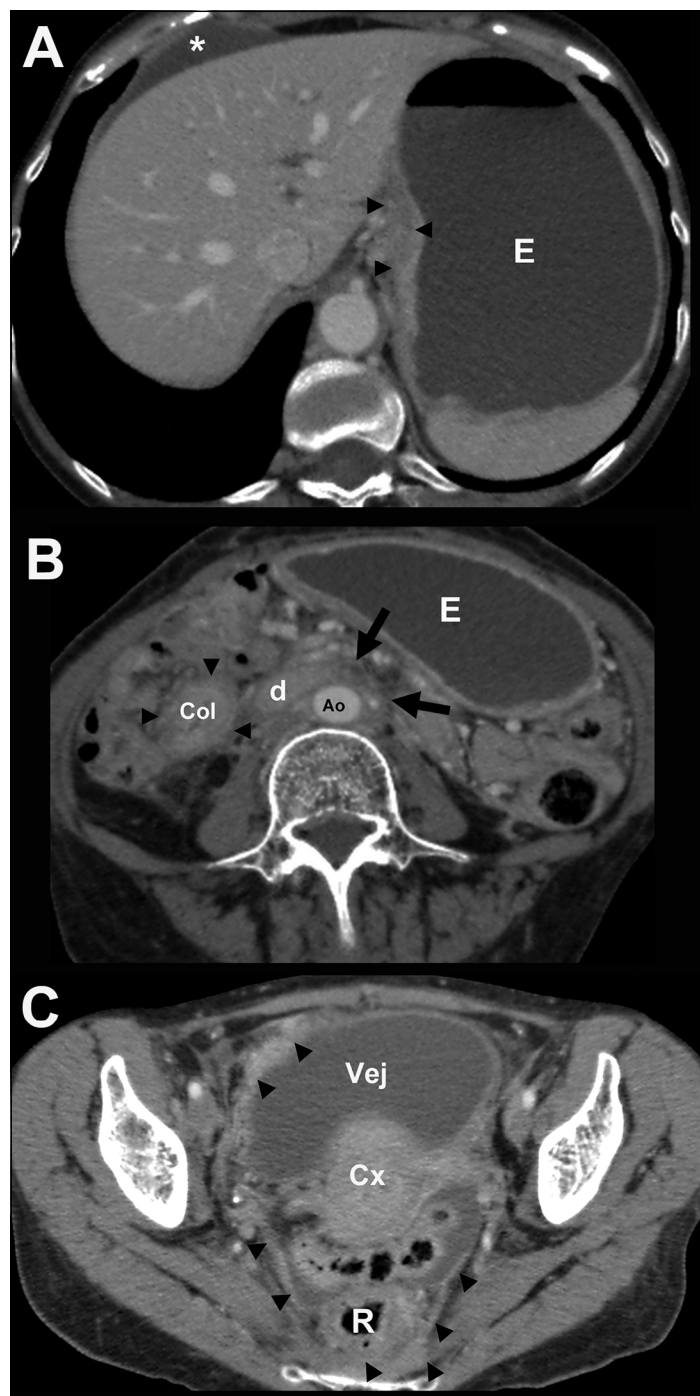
Imágenes axiales de TC con contraste EV (A, B y C) donde se evidencia la presencia de fibrosis que compromete retroperitoneo (flechas). Presencia de mínima cantidad de líquido ascítico (*) más evidente en espacio perihepático derecho, tejido de partes blandas que infiltra la grasa del epiplón menor en relación a curvatura menor (cabezas de flechas en A), que engloba el tercio proximal del colon (Col) (cabezas de flecha en B) y engrosamiento y realce peritoneal con compromiso del techo vesical en región anterolateral derecha, fondo de saco de Douglas y fascia mesorrectal en región izquierda (cabezas de flecha en C). Cámara gástrica (E); duodeno (d); aorta (Ao); Vejiga urinaria (Vej); Cuello uterino (Cx); Recto (R).
